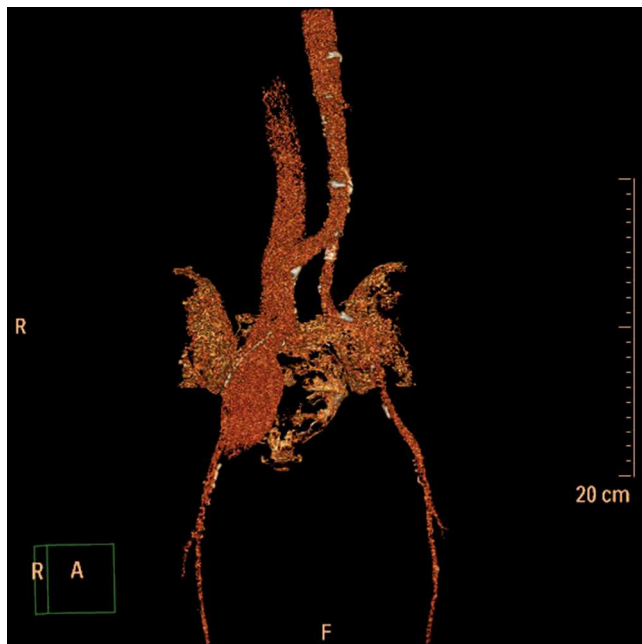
Angiotomografía computarizada que pone de manifiesto fístula arteriovenosa entre vena iliaca derecha y eje iliaco arterial derecho.
